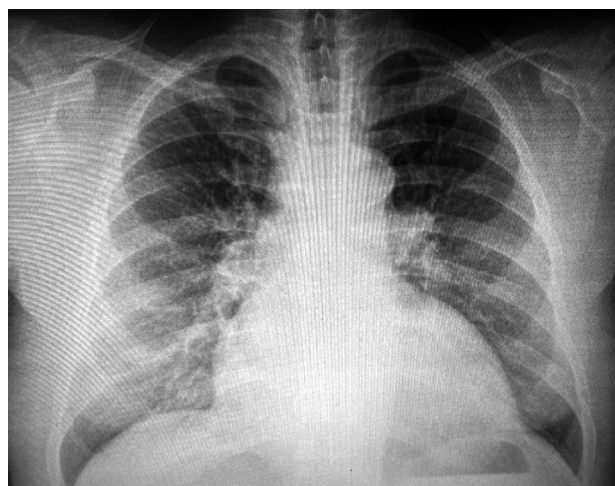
Рентгенография легких пациента Е. от 1.12.2022 г. Уменьшение признаков центрального венозного застоя.
